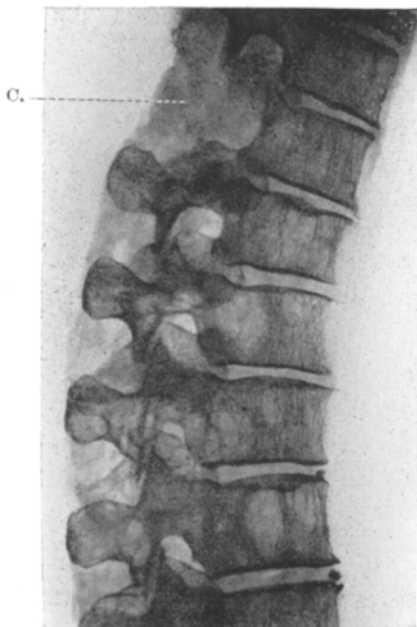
Röntgenaufnahme der Wirbelsäule nach der Sektion. C. Caries des Dornfortsatzes.
